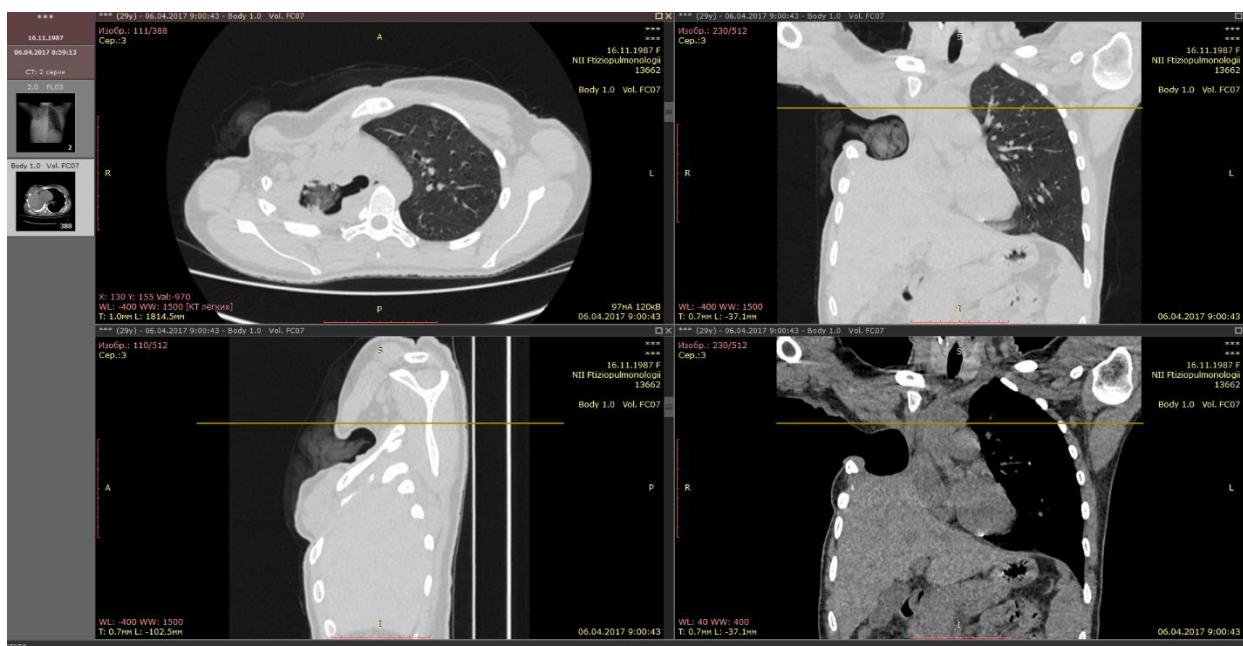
СКТ органов грудной клетки
